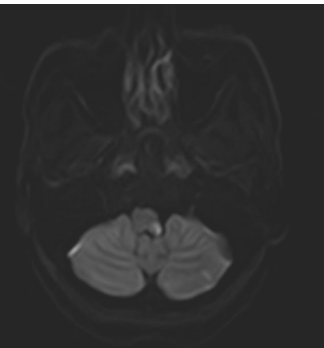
Brain MRI. Left cerebellar infarction.
